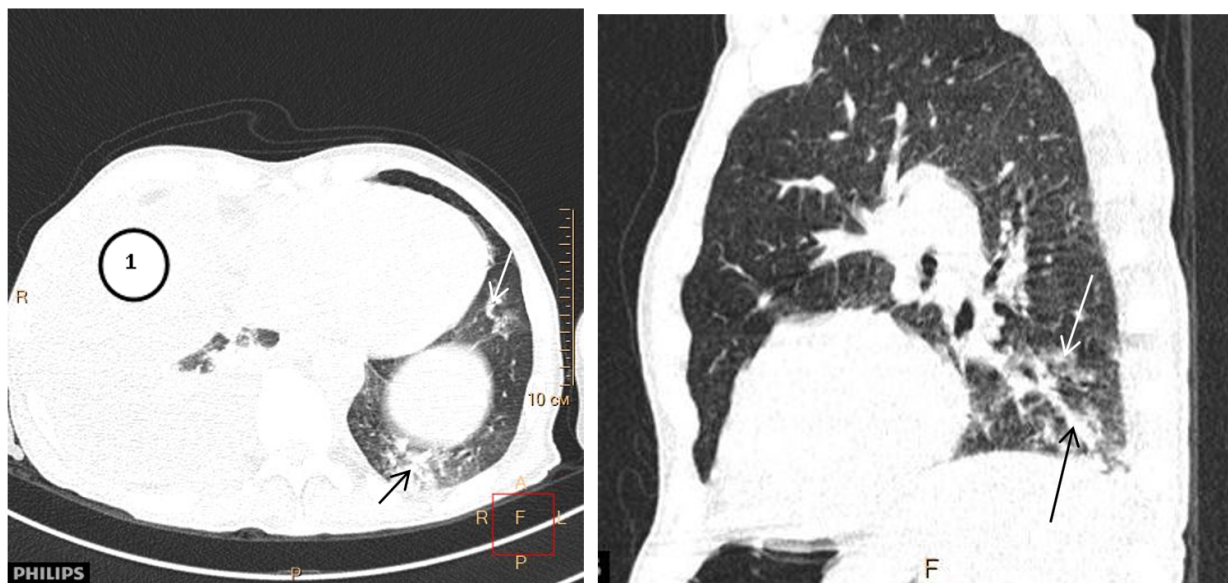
Компьютерная томография органов грудной клетки. Пациент с ХЛЛ, осложненным лейкоцитарной инфильтрацией плевры, специфическим лимфопролиферативным плевритом и бактериальной пневмонией. Правосторонний гидроторакс, с признаками компрессии прилежащей легочной ткани (обозначено цифрой 1). Очаговые структуры воспалительного генеза в базальных отделах левого легкого, сливного характера (показаны стрелками).
